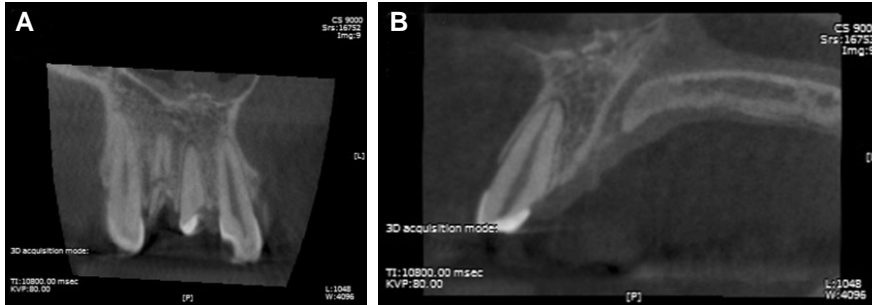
CBCT scan of anterior segment, demonstrating root fractures in teeth #11, #12 at first visit. (A) Coronal view, (B) Sagittal view.
